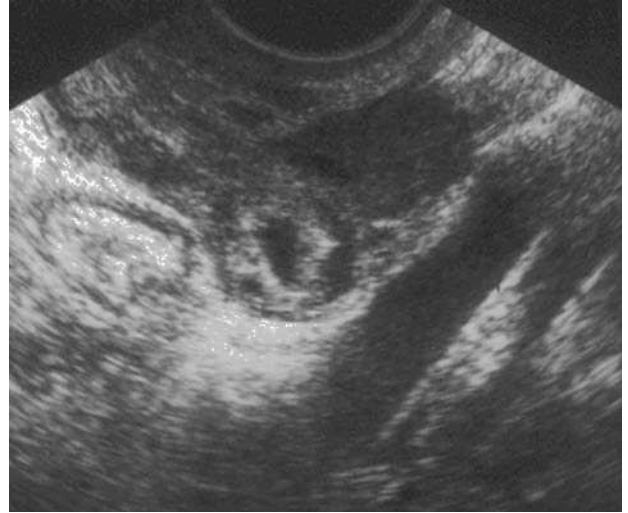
Ecografía transvaginal.
